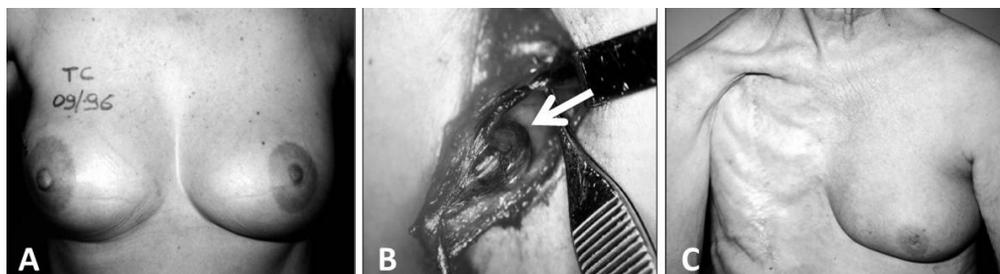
A: resultado estético a mediano plazo de un TC. B: identificación del GC (flecha). C: mastectomía radical.
